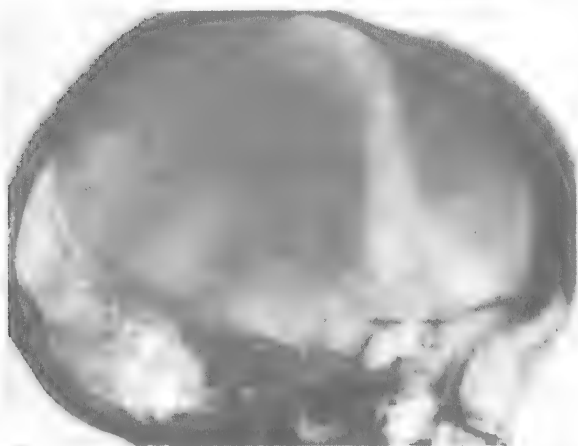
Прицельная рентгенограмма свода черепа. Компактная остеома, исходящая из наружной пластинки.
